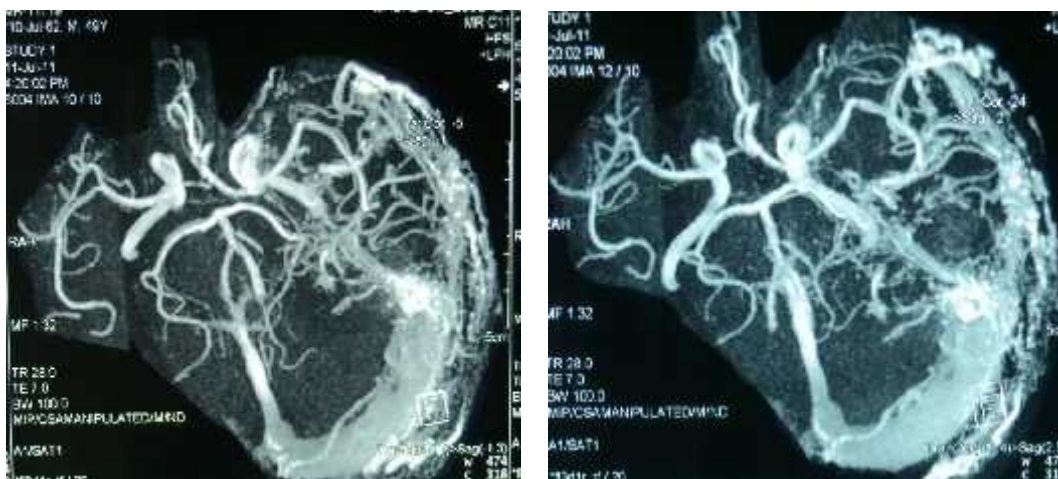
Magnetic Resonance Imaging performed on July 10th 2012 revealed dilatation of the left internal carotid artery and its branches with drainage into the sinus sigmoideus
